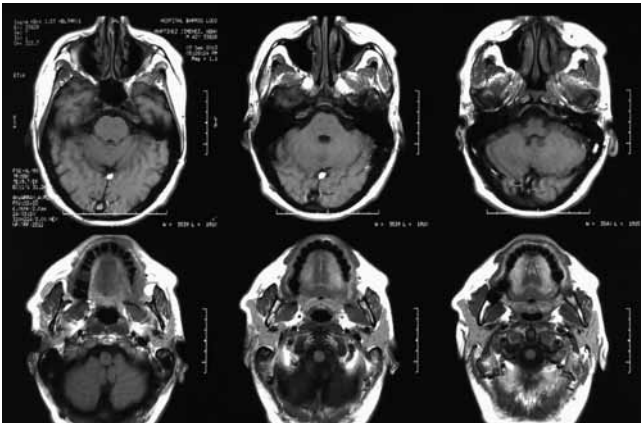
RM, cortes axiales
